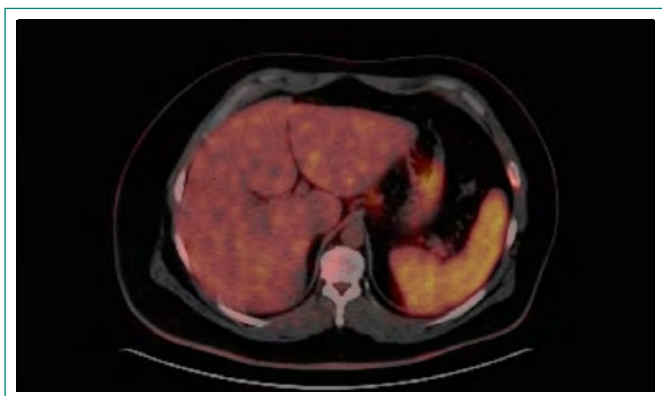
Hepatoesplenomegalia en PET-TC.
